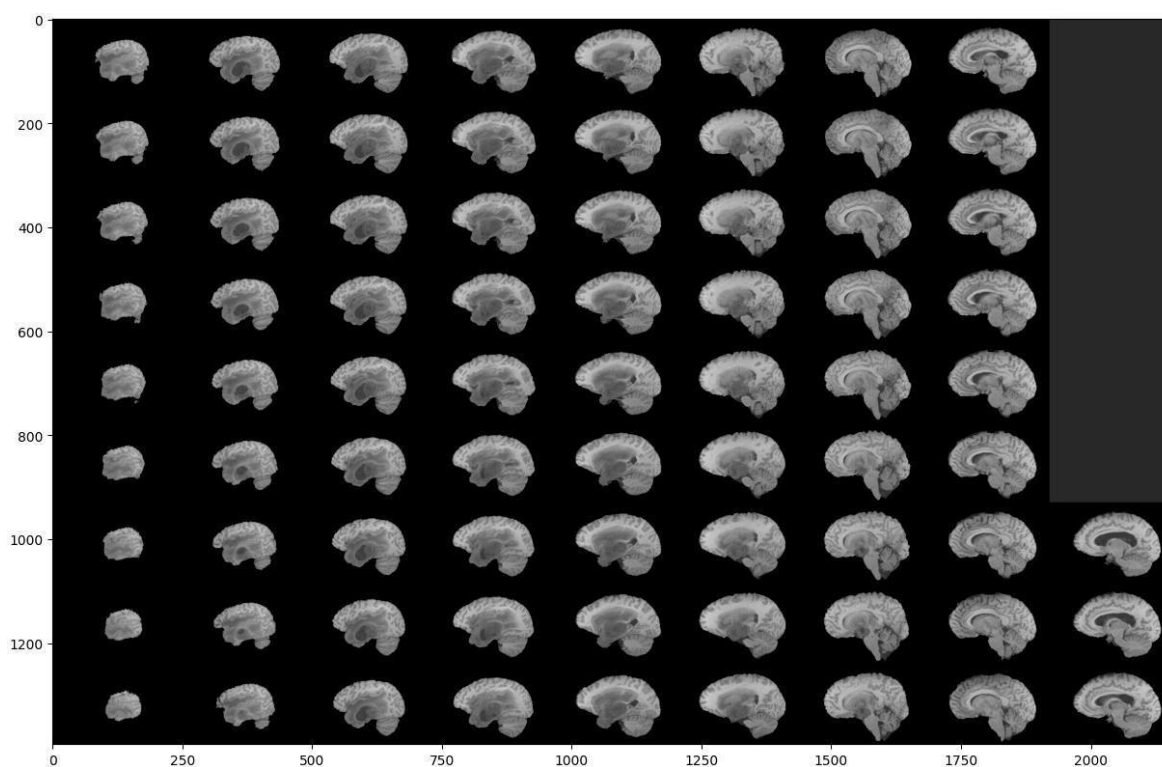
Відображення діапазону 60:135 всіх зрізів МРТ-сканування для модальності Т1 для першого пацієнта
